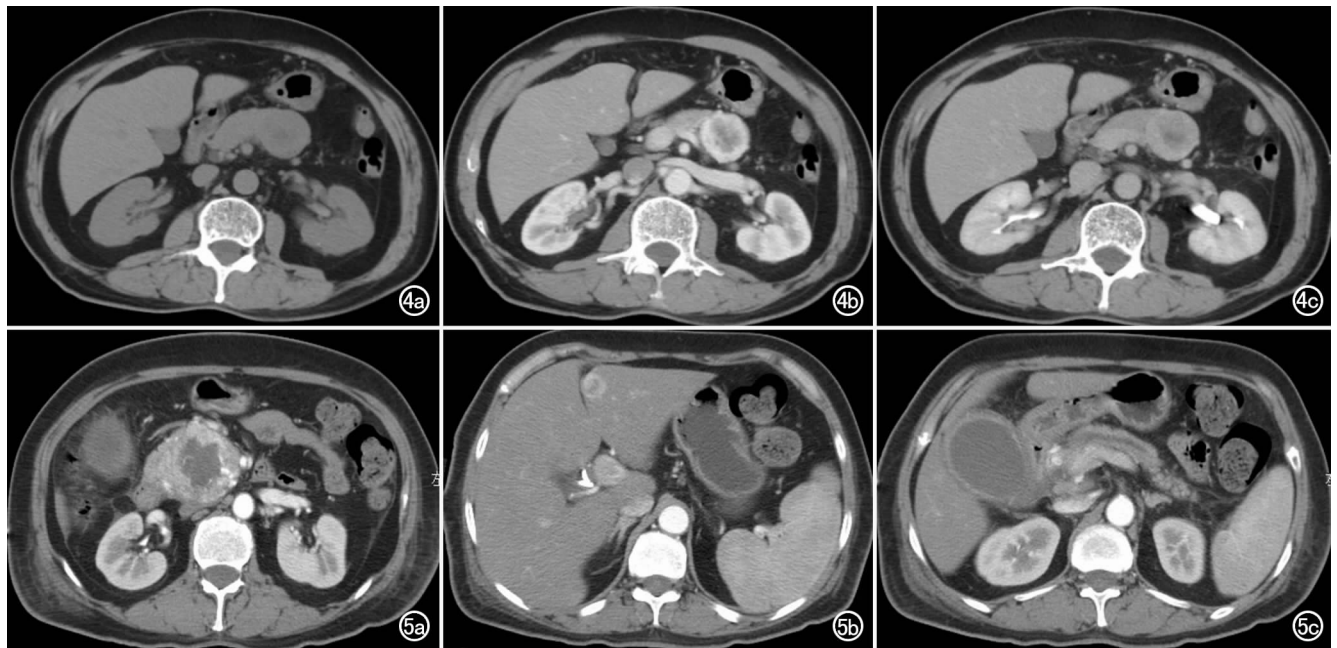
男, 71 岁, NFPNET。a) CT 平扫示胰腺体部稍低密度结节影(箭); b) 动脉期增强扫描示病灶边缘典型环形强化(箭); c) 门脉期增强扫描示病灶强化减弱(箭)。图 5 女, 60 岁, NFPNET。a) CT 动脉期增强扫描示胰头部肿块外围环形强化灶(箭), 部分血管样强化, 边界欠清晰; b) 增强扫描示肝左叶外侧段(长箭)及门静脉强化灶(短箭), 提示肿瘤转移; c) 增强扫描示胰腺体部导管扩张(箭)。
